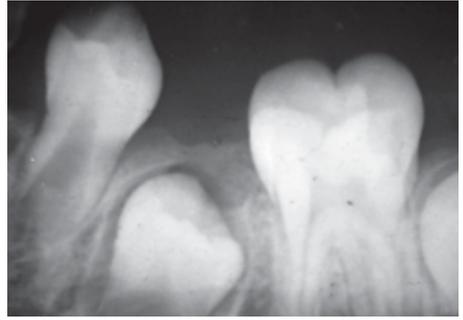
Radiografía periapical donde se observa erupción acelerada de los premolares por destrucción de los dientes temporales.
